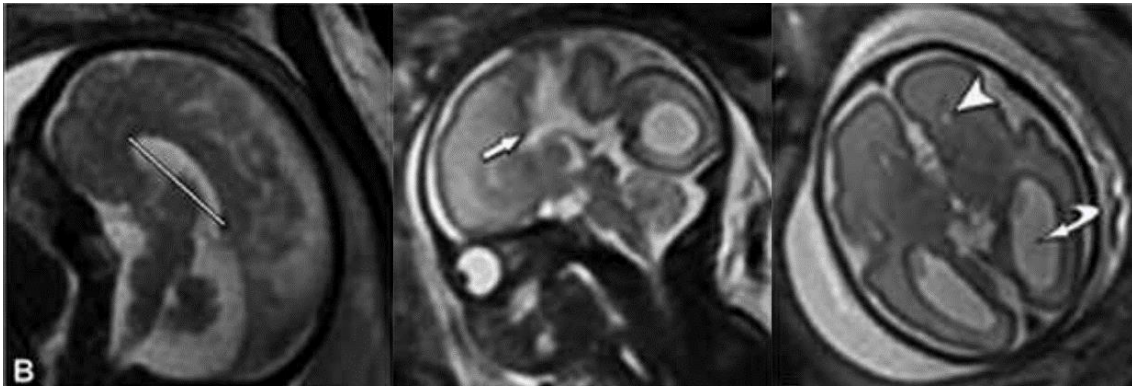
Línea media en la RMN fetal. Izquierda, corte sagital FIESTA, que muestra la longitud del cuerpo calloso. Centro y derecha, plano axial (SSFSE T2) y sagital SSFSE T2 que muestran agenesia completa de cuerpo calloso con elevación del tercer ventrículo comunicando con la fisura interhemisférica (flecha blanca), separación de astas frontales (cabeza de flecha) y colpocefalia (flecha curva). Fuente: Tomado de Recio et al., 2010
